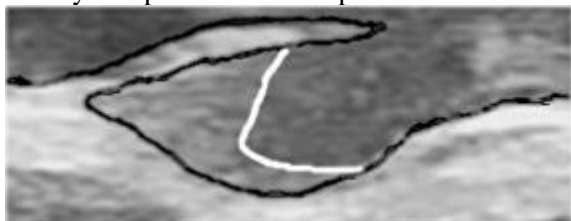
Ultrasound detected aggregation zone in the normal popliteal venous valve at the minimum flow instance
